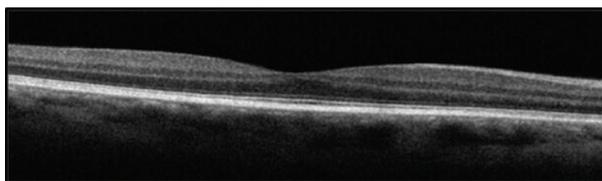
Tomografia de coerência óptica OD: dentro da normalidade.
